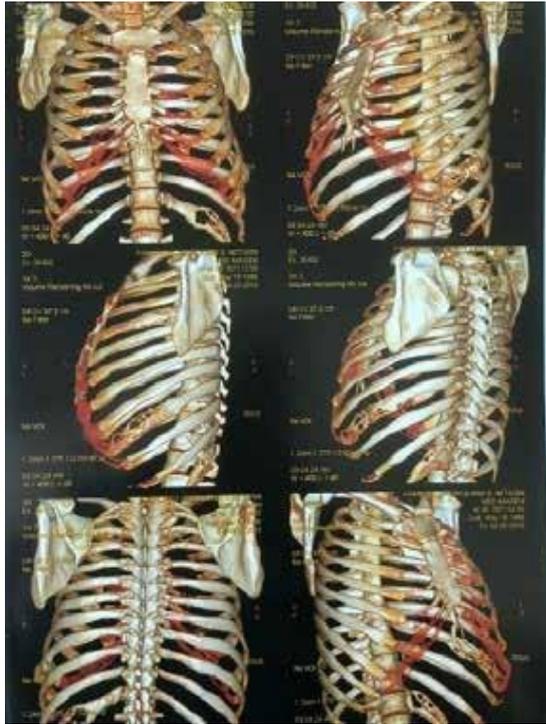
Radiografia e Tomografia Computadorizada elicoidal de tórax, apresentando lesões osteolíticas expansivas, acometendo o 1º, 3º, 9º e 12º arcos costais esquerdos, com áreas de rompimento da cortical óssea, assim como o corpo do esterno à esquerda da linha média.
